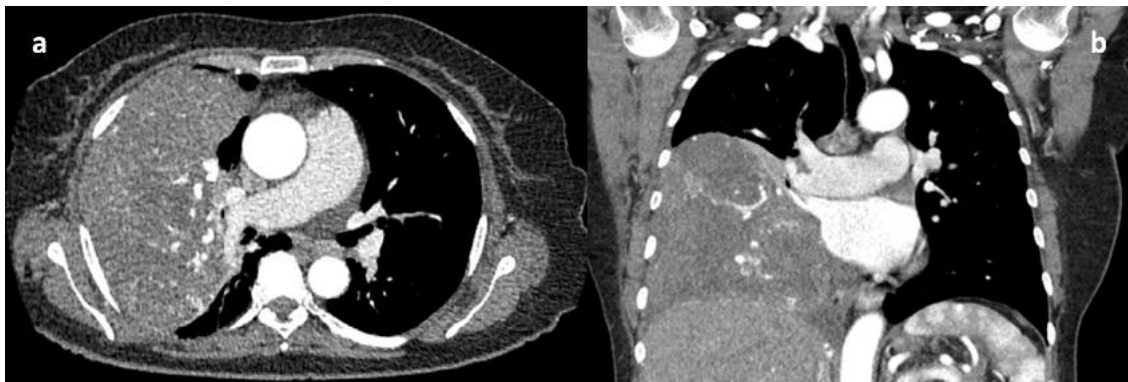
TC de tórax tras la administración de contraste intravenoso en proyecciones axial (a) y coronal (b). Gran masa que ocupa la mitad inferior del hemitórax derecho, con contornos bien definidos y sin características invasivas, con importante captación y vasos tortuosos en su interior. (Servicio de Radiodiagnóstico. Complejo Asistencial de Zamora).
